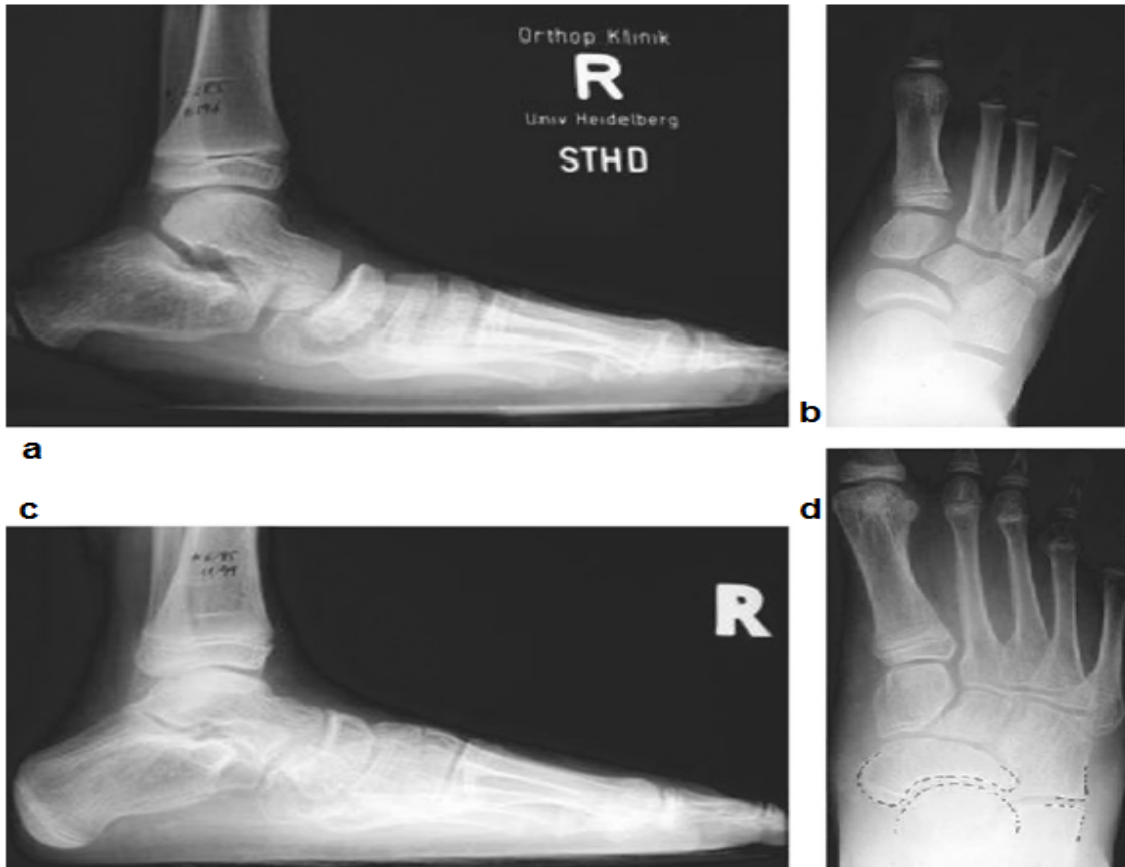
Radiographies pré (a,b) et postopératoires (c,d) en charge du pied droit d'un enfant IMC, montrant un excellent résultat post-opératoire 3 ans après une ostéotomie d'allongement calcanéen d'Evans.
